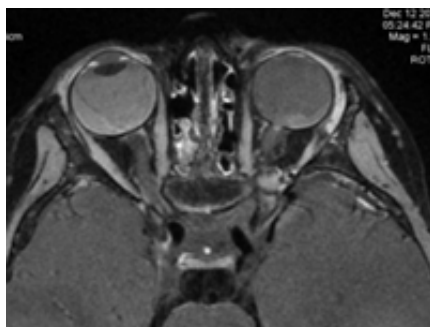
Secuencia axial potenciada en T1 con saturación grasa y gadolinio intravenoso realizada con RM de 3 T. Retinoblastoma bilateral: se observa captación de gadolinio en el nervio óptico, que sugiere invasión de éste y que se confirmó en la anatomía patológica.
